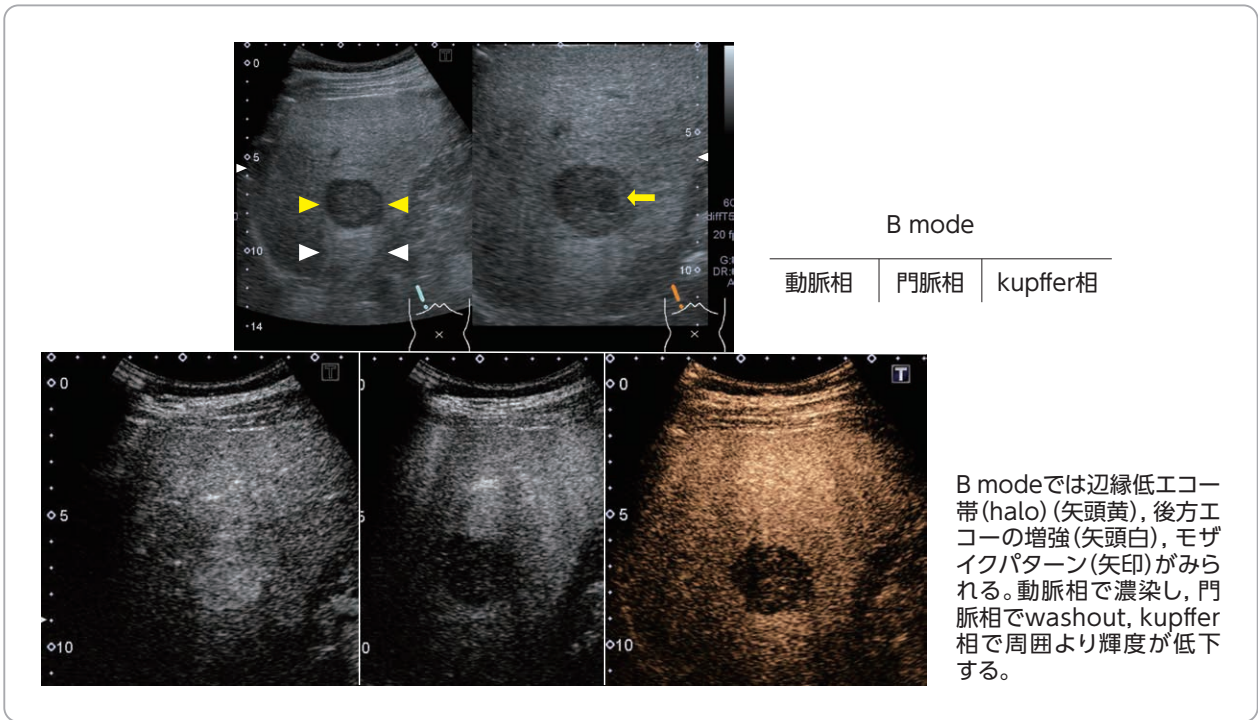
腹部超音波検査 (S6 30mm 肝細胞癌)
